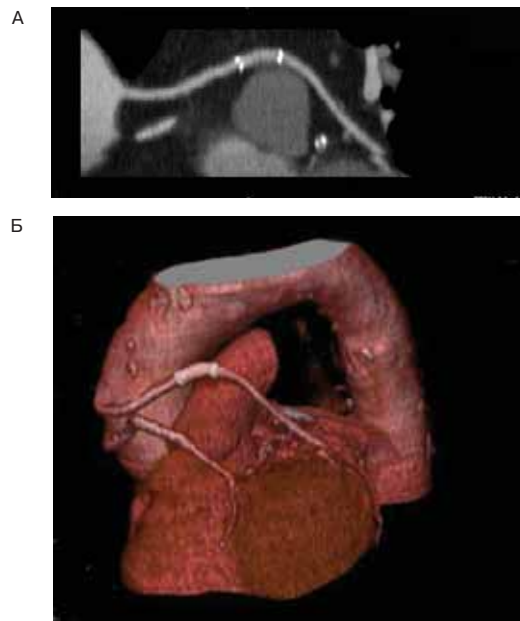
Стент в аутовенозном шунте к огибающей артерии. МСКТ, трехмерная реконструкция.
